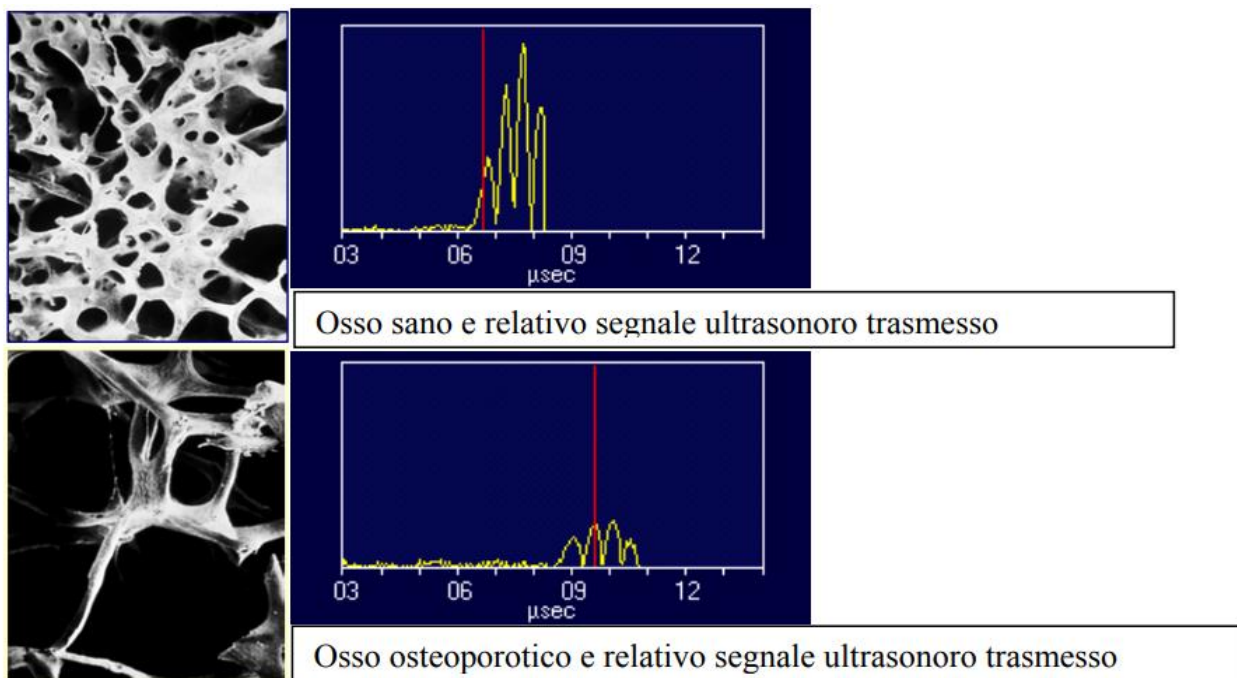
Traccia segnale acquisito con ultrasonografia ossea a livello delle falangi in osso sano e osteoporotico.
